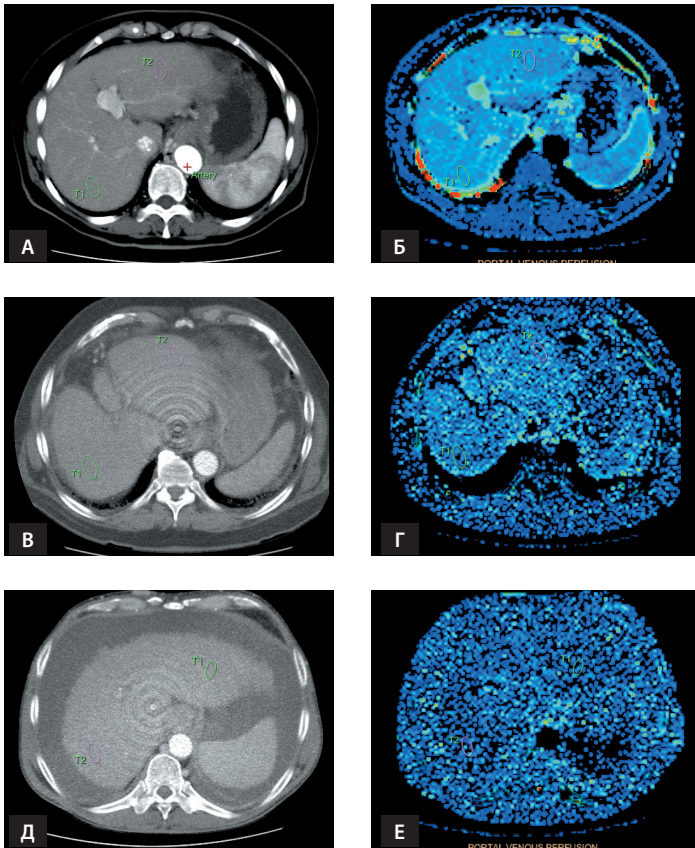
Значения параметра PP (portal perfusion – перфузия в системе воротной вены) у пациентов с компенсированным, субкомпенсированным и декомпенсированным циррозом печени. T1, T2 – зоны интереса в III и VII сегментах (для Д, Е) и в VII и III сегментах (для А, Б, В, Г). Перфузионные карты на уровне III, VII сегментов печени (аксиальная проекция): А – компьютерная томограмма (КТ) в аксиальной проекции с внутривенным введением контрастного вещества у пациента с компенсированным циррозом печени; Б – соответствующая перфузионная карта PP (ROI III – 43,7 мл/мин/100 мл, ROI VII – 48,5 мл/мин/100 мл); В – КТ в аксиальной проекции с внутривенным введением контрастного вещества у пациента с субкомпенсированным циррозом печени; Г – соответствующая перфузионная карта PP (ROI III – 32,4 мл/мин/100 мл, ROI VII – 33,8 мл/мин/100 мл); Д – КТ в аксиальной проекции с внутривенным введением контрастного вещества у пациента с декомпенсированным циррозом печени; Е – соответствующая перфузионная карта PP (ROI III – 9,5 мл/мин/100 мл, ROI VII – 8,1 мл/мин/100 мл)
